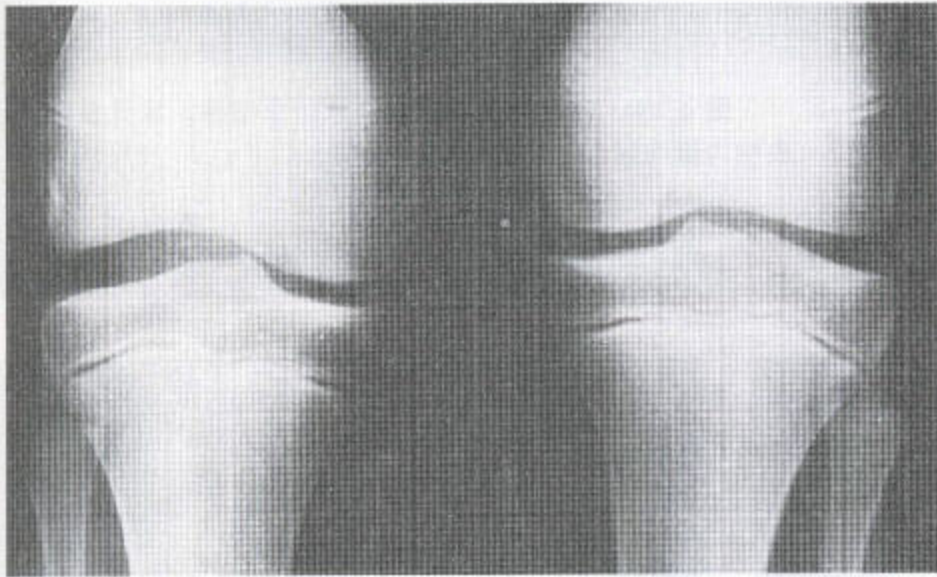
平圆形半月板 (a) 平片显示右侧膝关节间隙外侧部增宽。(b) 另一病人的关节造影片显示有一增厚的半月板。后者的内部未变尖, 而有一倾向于球形的面。(c) 冠状位(左)和矢状位 T_2 加权梯度回波(右) MR 序列显示外侧半月板增厚, 后者常有退变或撕裂。
